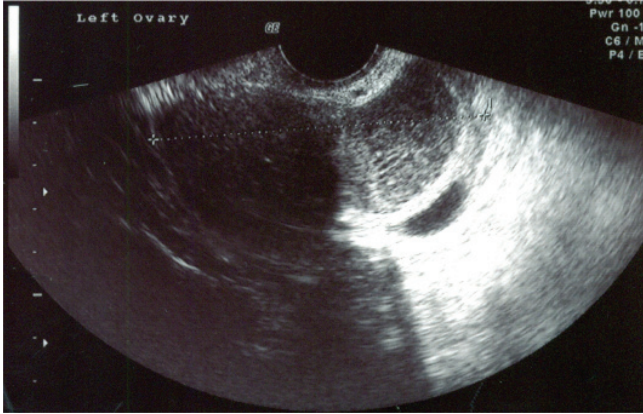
Ultrasound showing the low echogenic mass (7.6×4.4×3.8 cm) with 2 chamber cysts of left ovary.
